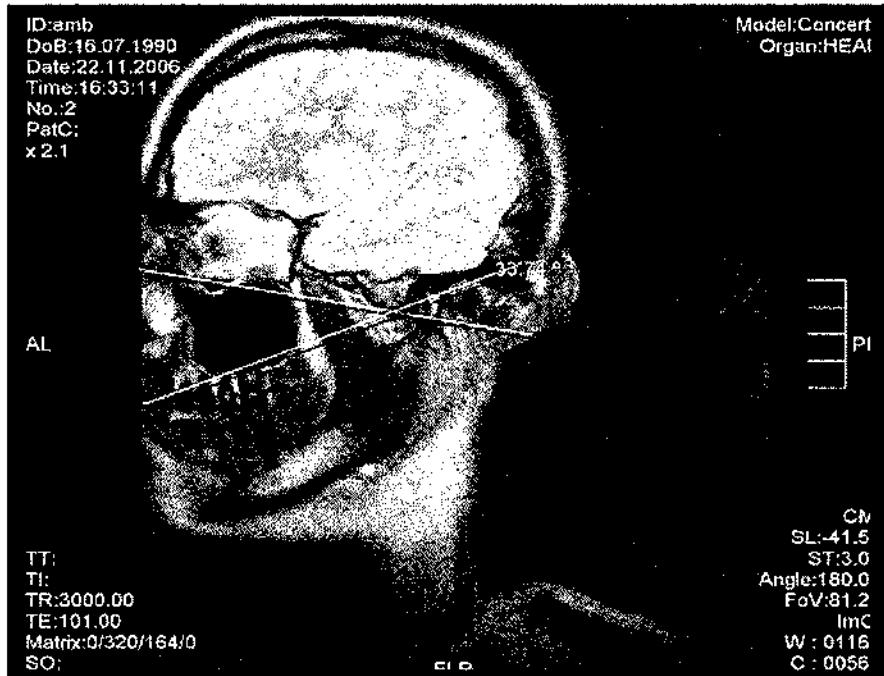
Томограма. Фото голови пацієнта Г-ні (карта № 14)
